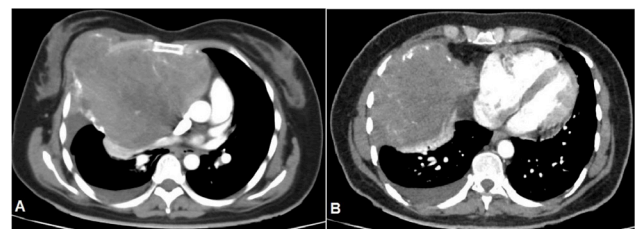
Cortes axiales de TC del tórax, a nivel de la mama (A) y a nivel del corazón (B). Muestran masa sólida, no-homogénea, con densidad mayoritaria de partes blandas y áreas relativamente hipodensas sugestivas de necrosis o degeneración quística. También "mineralización intratumoral" dada por múltiples calcificaciones ramificadas. Sustituye totalmente el cartílago y la porción anterior del 3er arco costal derecho; parece originarse en este sitio y extenderse mayoritariamente a una situación intra-torácica (mediastinal), pero extra-pulmonar. Anteriormente desplaza al músculo pectoral adyacente por detrás de la mama sin infiltrarlo. Posteriormente comprime los tres lóbulos del pulmón derecho. Medialmente desplaza ligeramente el corazón a la izquierda haciendo contacto con las cavidades derechas sin infiltrarlas ni condicionar derrame pericárdico. También es evidente el derrame pleural derecho de densidad agua homogénea.
